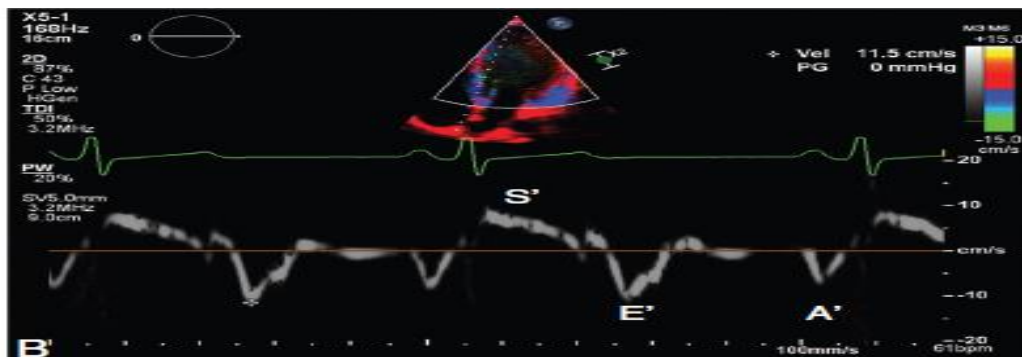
12: Doppler Tisular la nivelul inelului mitral
